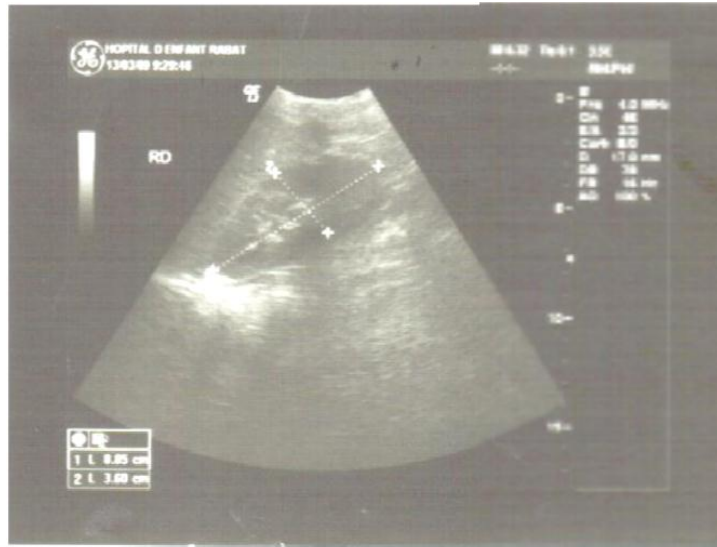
Image échographique montrant une masse rénale gauche.
